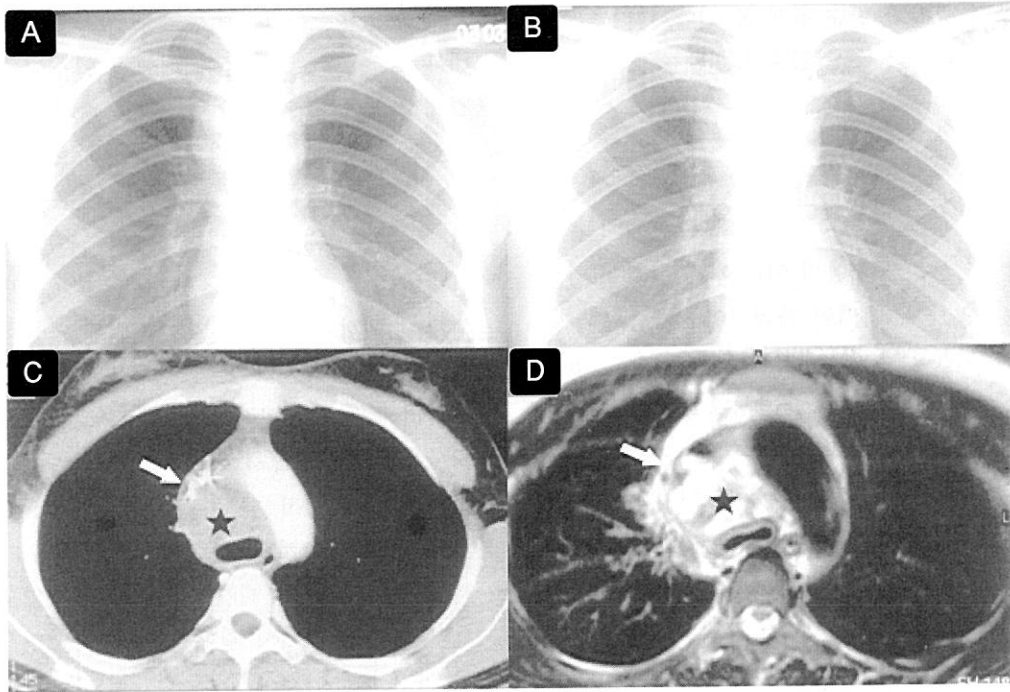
Initial plain radiograph (A) and CT scan (C) show heterogeneously enhancing right paratracheal mass (asterisk) which indent SVC (arrow). Follow up plain radiograph after 1 week (B) shows increased size of the mass, and chest MR image (D) shows heterogenous solid mass (asterisk) with necrosis extending to areas of right upper lobe and narrowing of SVC (arrows).
